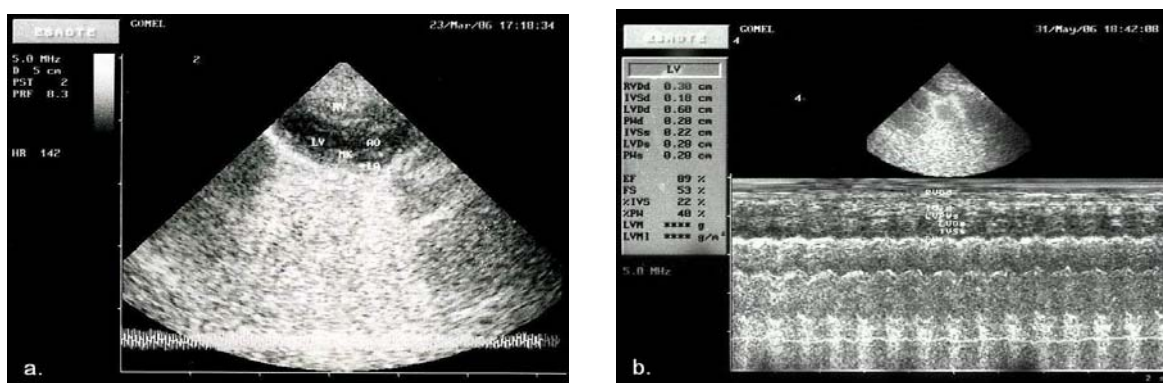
Эхокардиограммы:
